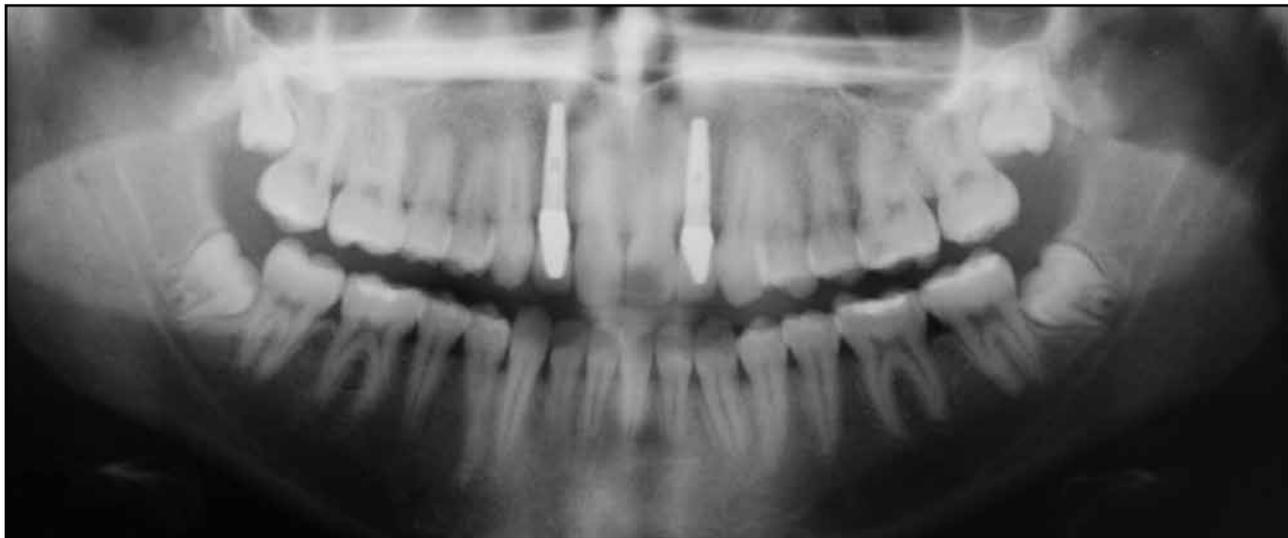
Radiografia panorâmica final: observa-se o correto posicionamento dos implantes.
